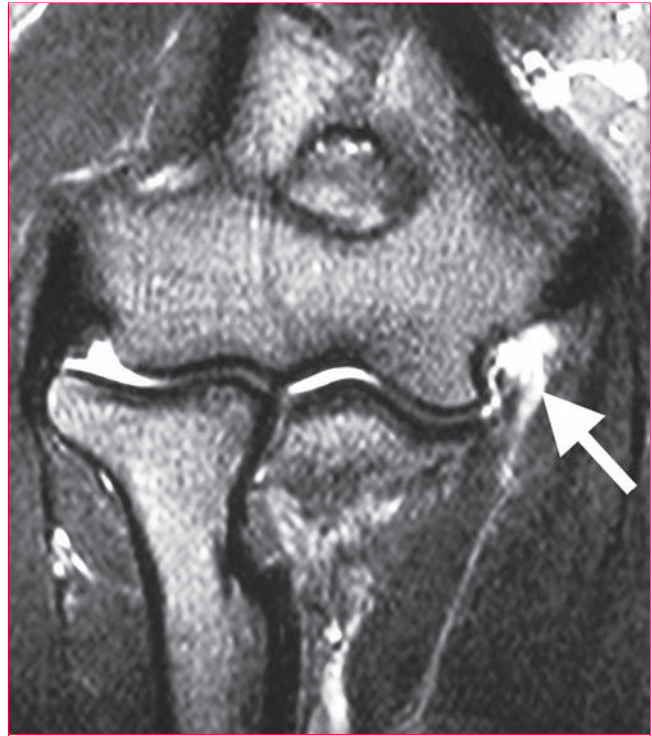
Imagen de resonancia magnética del codo en la que se aprecia un desgarro del ligamento colateral medial (flecha). (Reproducida con la debida autorización de Ahmad CS, ElAttrache NS: MUCL reconstruction in the overhead athlete, en Browner BD, ed: *Techniques in Orthopaedics: Surgical Management of Complex Elbow Problems: Update 2006*. Philadelphia, PA, Lippincott Williams and Wilkins, 2006, pp 290-298.)
